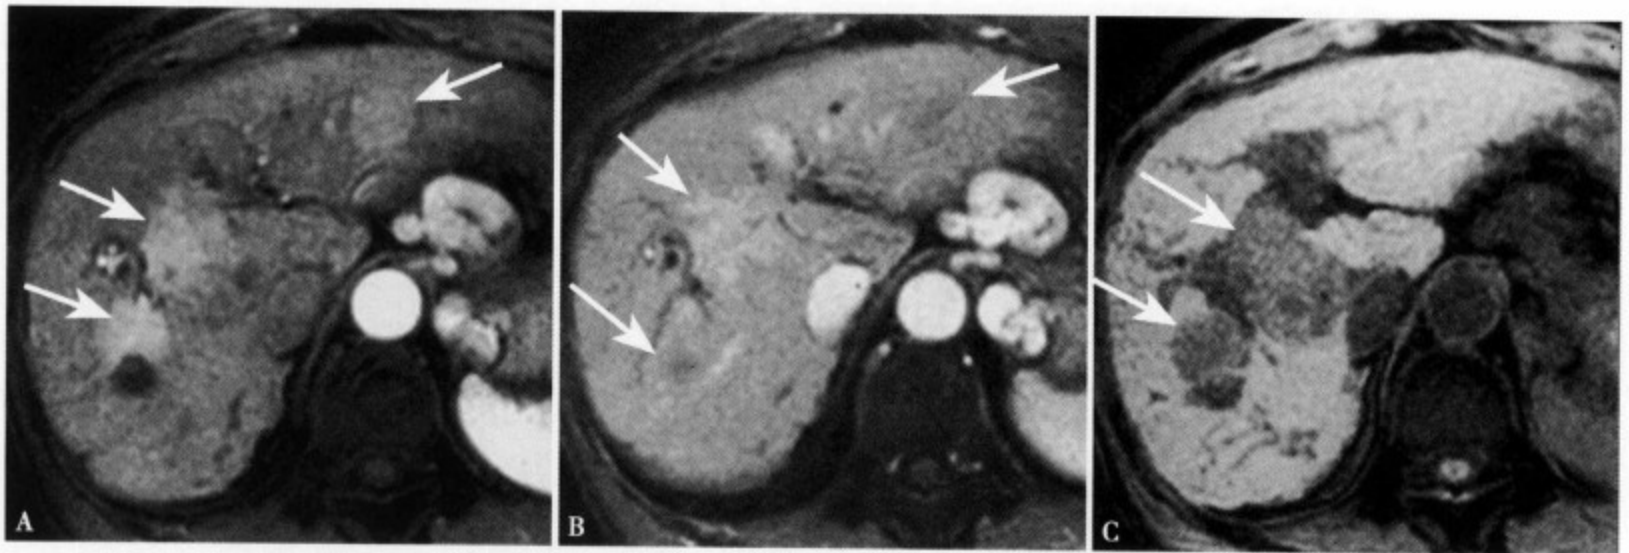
(A) 增强 MRI 动脉期肝右叶 2 个类圆形中等度强化病灶, 同时左叶外侧段也见一稍高信号影; (B) 静脉期肝左叶病灶显示不清; (C) T_1 WI 肝右叶病灶显示清楚, 但左叶未见异常, 考虑为主动脉搏动产生的伪影
